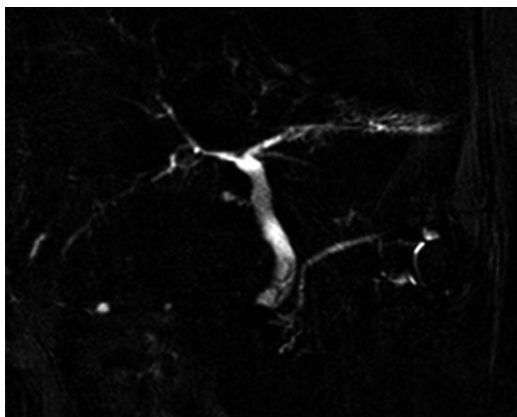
Ressonância de seguimento realizada um ano após o reparo mostra ducto biliar intra-hepático fino e não há evidência de estenose ao nível do reparo
